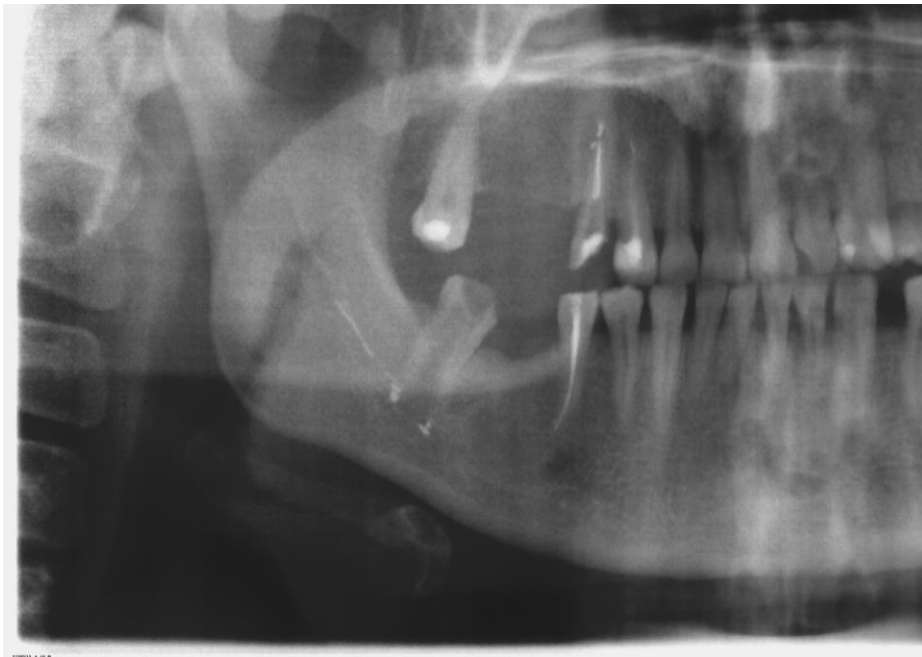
Фрагмент ортопантомограми пацієнтки Л., 1969 р.н., Витяг з медичної картки № 3867, депульпування вітального 47 зуба з метою підготовки під протезування. Виведення ендогерметика в просвіт каналу нижньої щелепи
